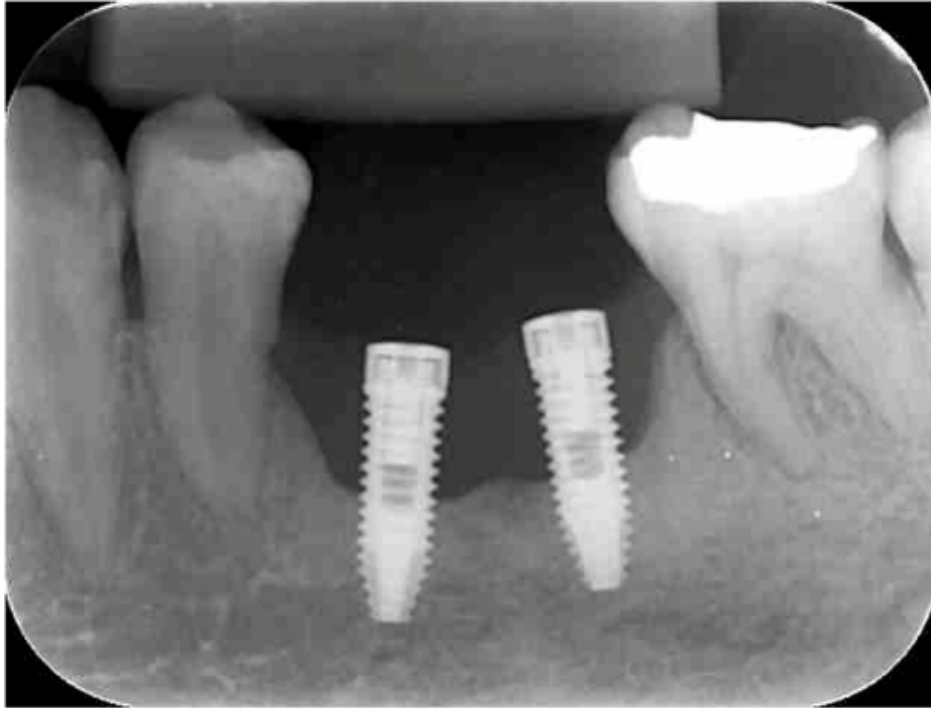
Radiografia periapical seis meses após a colocação dos implantes, confirmando a perda óssea na altura do terço médio das fixações. (Bianchini, M. 2014).
